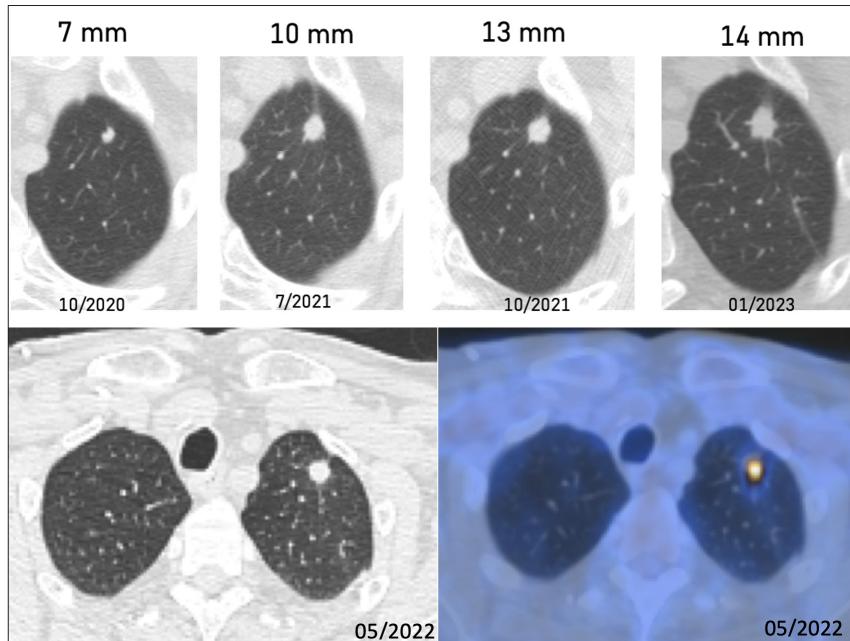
Nódulo pulmonar em crescimento no lobo superior esquerdo, intensamente hipermetabólico na PET-TC, sugestivo de metástase.
